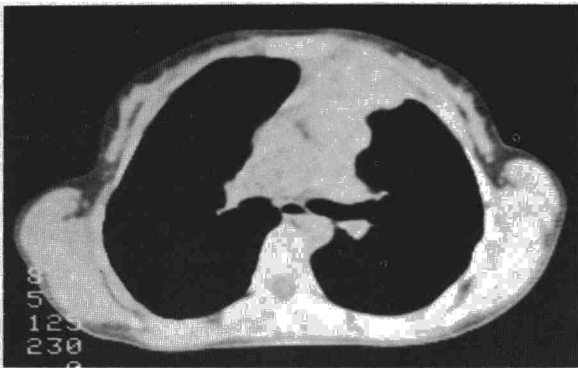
TAC que pone de manifiesto una tumoración en mediastino anterior sin solución de continuidad con el esternón (caso 5).
